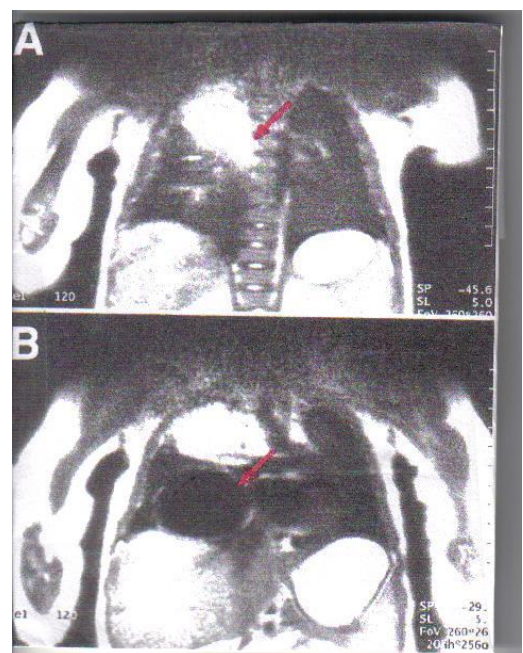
IRM montrant deux structures kystiques du côté droit du médiastin. (A) : kyste de duplication oesophagienne (hypersignal en séquences T1 et T2) (flèche), (B) : Malformation adénomatoïde kystique congénitale du poumon droit (hyposignal) (flèche) [75]
